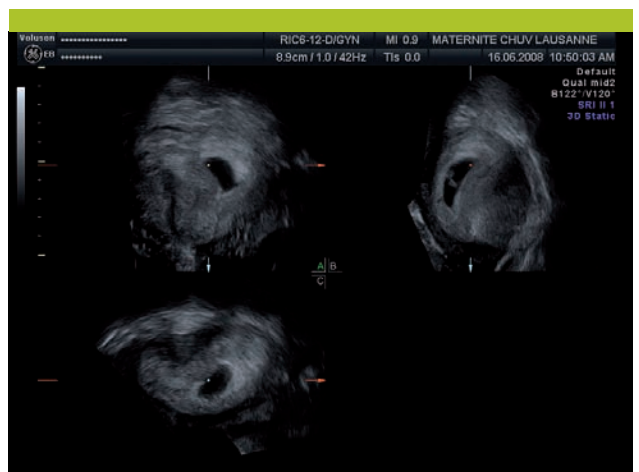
Utérus à fond arqué avec sac gestationnel dans la corne gauche (échographie 3D)
